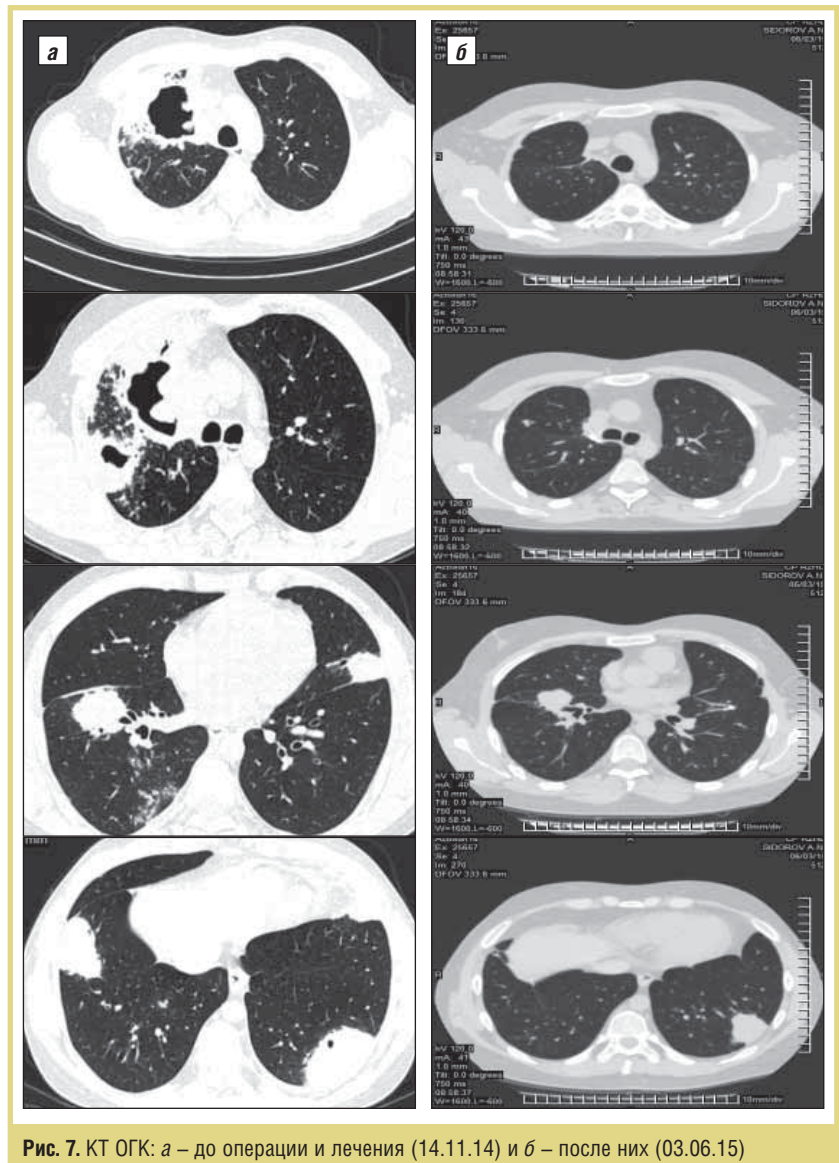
КТ ОГК: а – до операции и лечения (14.11.14) и б – после них (03.06.15)
